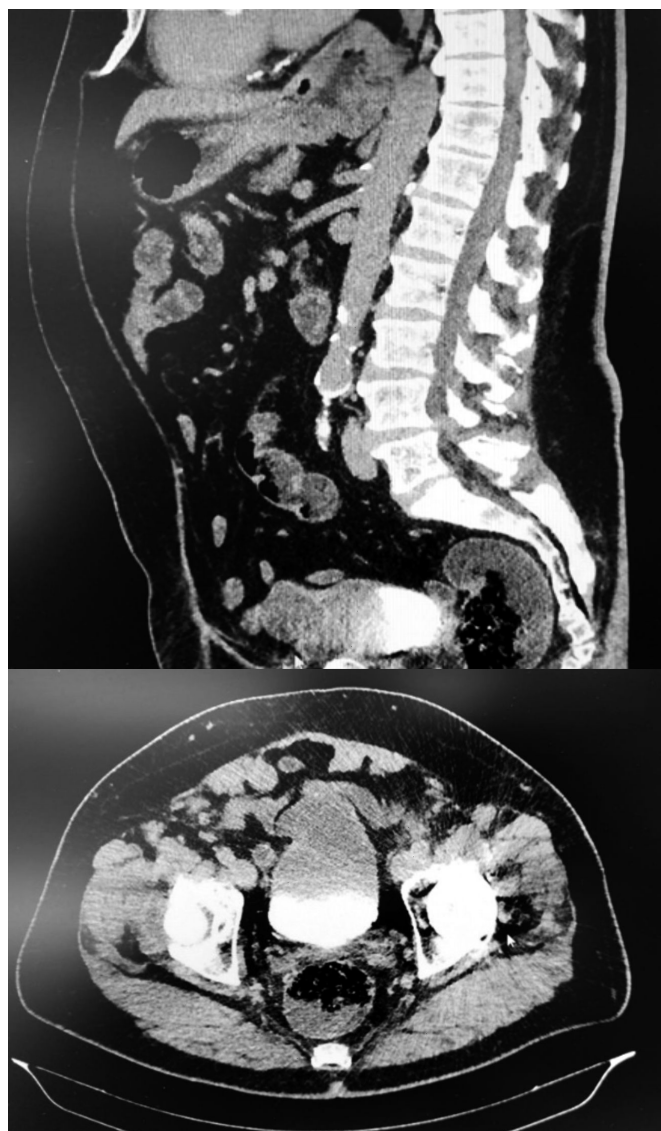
Formação nodular na cúpula vesical em TC TAP
